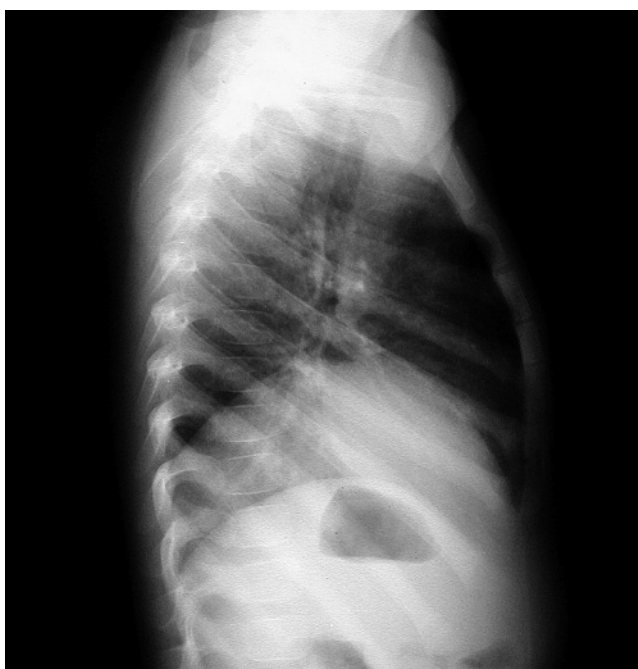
radiografía de tórax en perfil, que muestra la elevación diafragmática.
